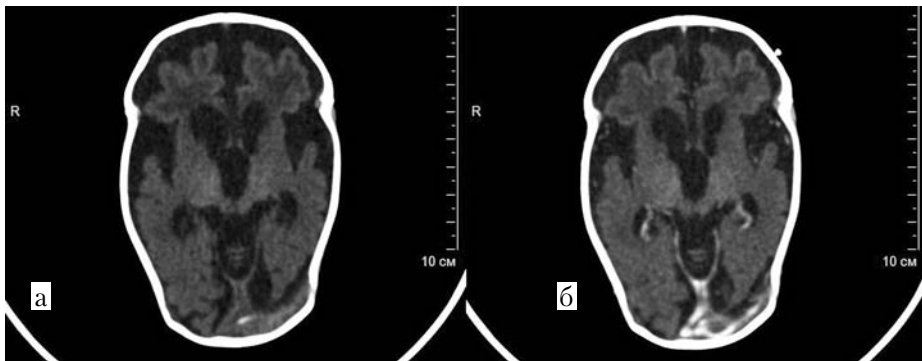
МСКТ. Аксиальные срезы до (а) и после (б) болюсного введения контрастного вещества: а – участок обызвествления в проекции левого поперечного синуса и стока синусов; сток синусов и левый поперечный синус – неоднородной структуры, со слабогиперденсным участком; б – дефект наполнения в поперечном синусе и стоке синусов
